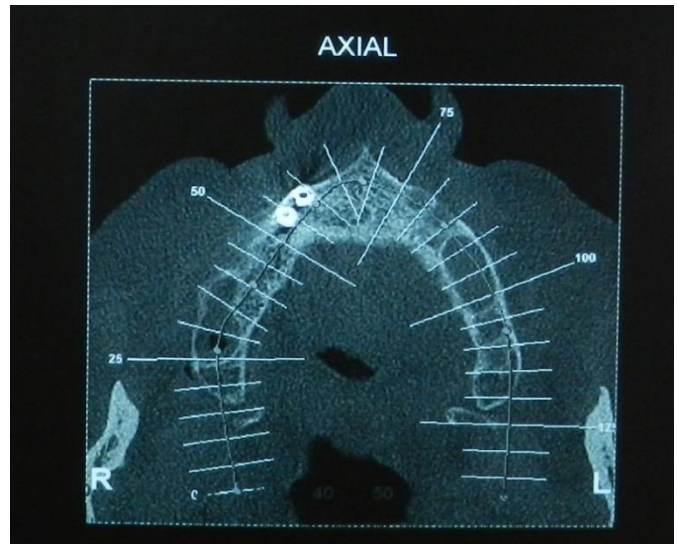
Corte axial da tomografia computadorizada.
